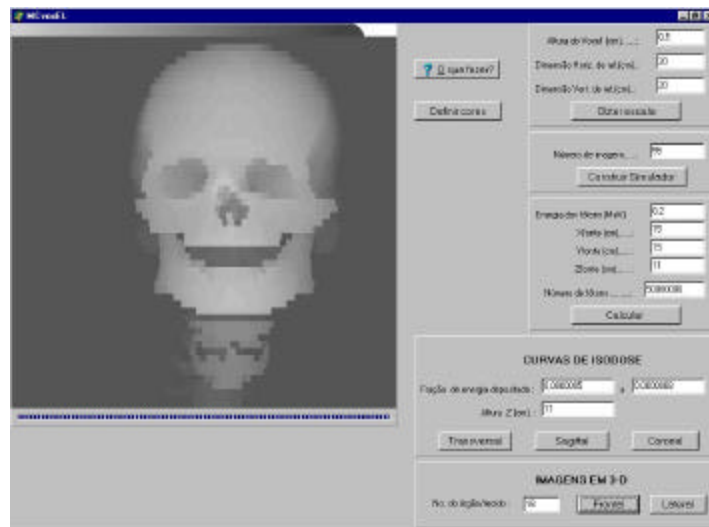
Radiografia do modelo (Filme 3).*
